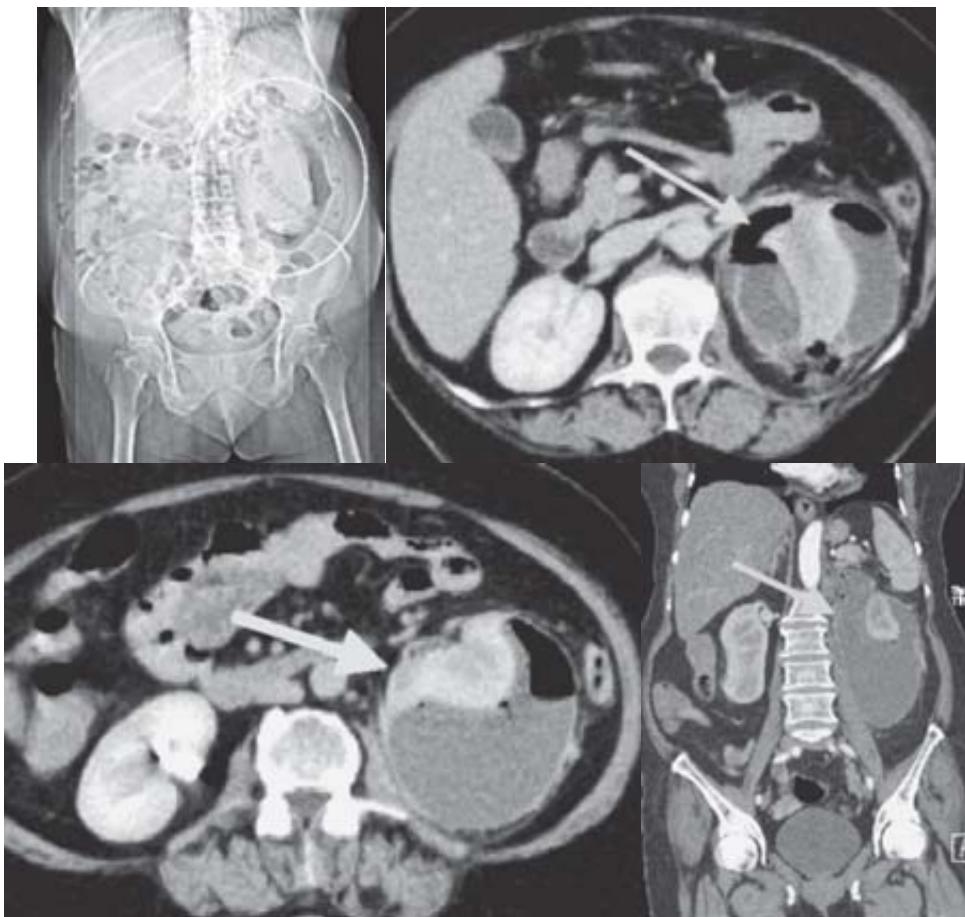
Caso 12. Femenino en la cuarta década de la vida, la cual es referida con el diagnóstico de neoplasia retroperitoneal. Por lo cual se solicita TC. Se observa desde la imagen digital de referencia la presencia de aire en topografía renal izquierda. Los cortes axiales demuestran absceso perirrenal izquierdo.
